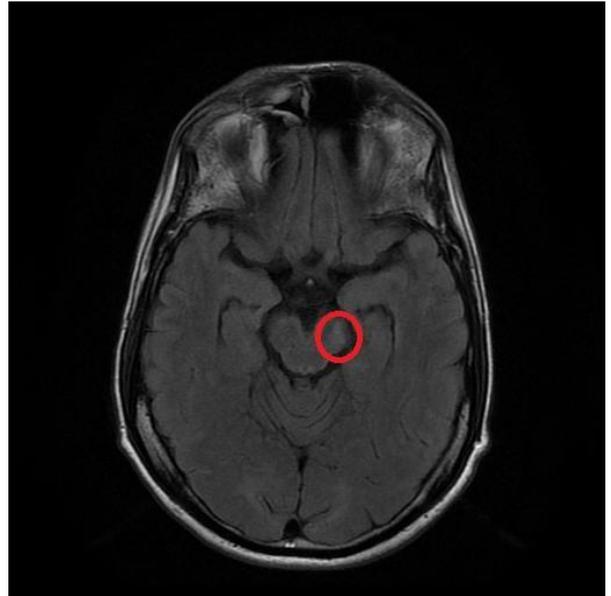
Resonancia magnética de encéfalo con gadolinio, con focos de alteración de la señal comprometiendo la porción posteromedial del pedúnculo cerebelar medio izquierdo. Tomada del expediente clínico del paciente durante consulta neurológica ambulatoria en julio 2020.
